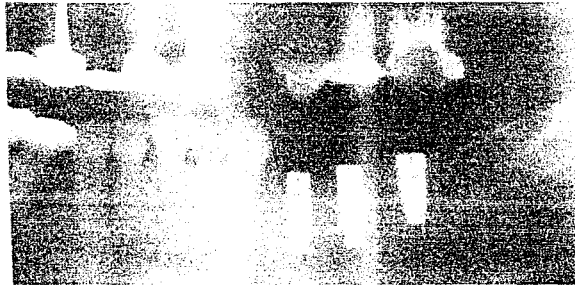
Ortopantomografía en donde se observa sobreposición de la columna cervical en la zona de dientes anteriores lo que limita observar los implantes dentales.
